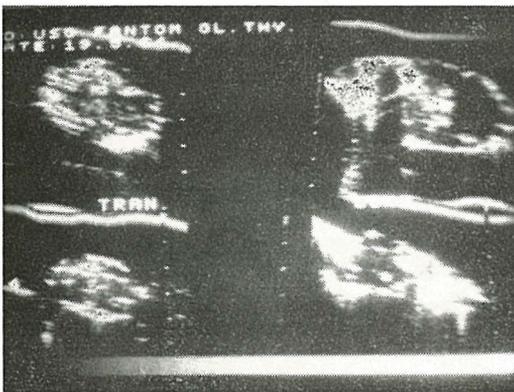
Ultrasonografski fantom reznja štitne žlijezde
